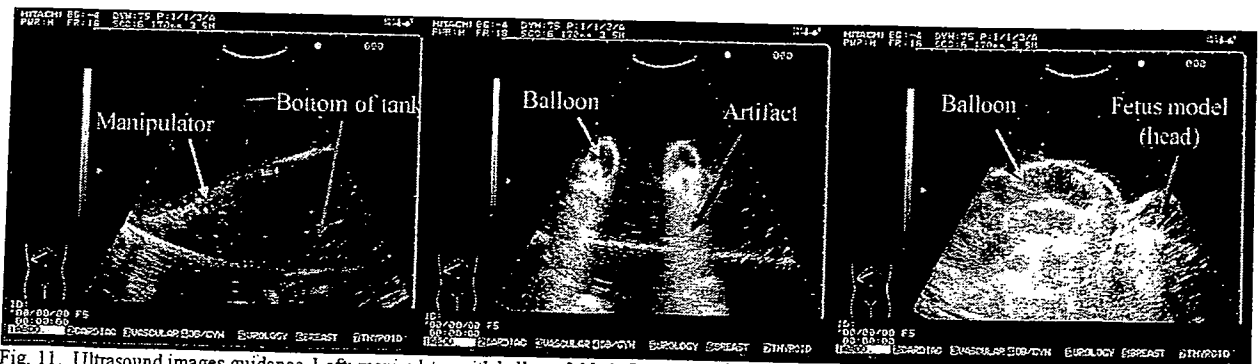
Ultrasound images guidance. Left: manipulator with balloon folded. Center: inflated balloon. Right: manipulator supporting fetus model.
